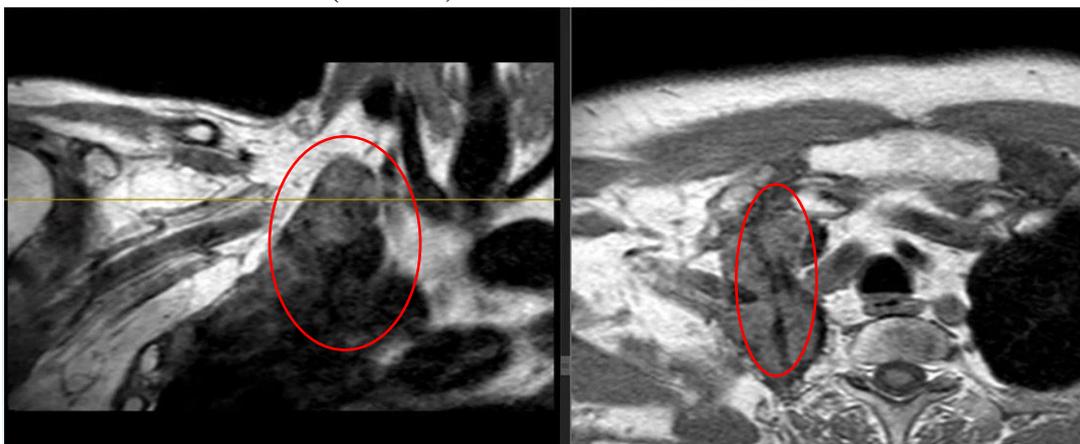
МРТ органов грудной клетки – объемное образование грудной стенки справа размерами 8*2*3 см, с компрессией правой подключичной артерии, ветвей правого плечевого сплетения (С8–Th1)
